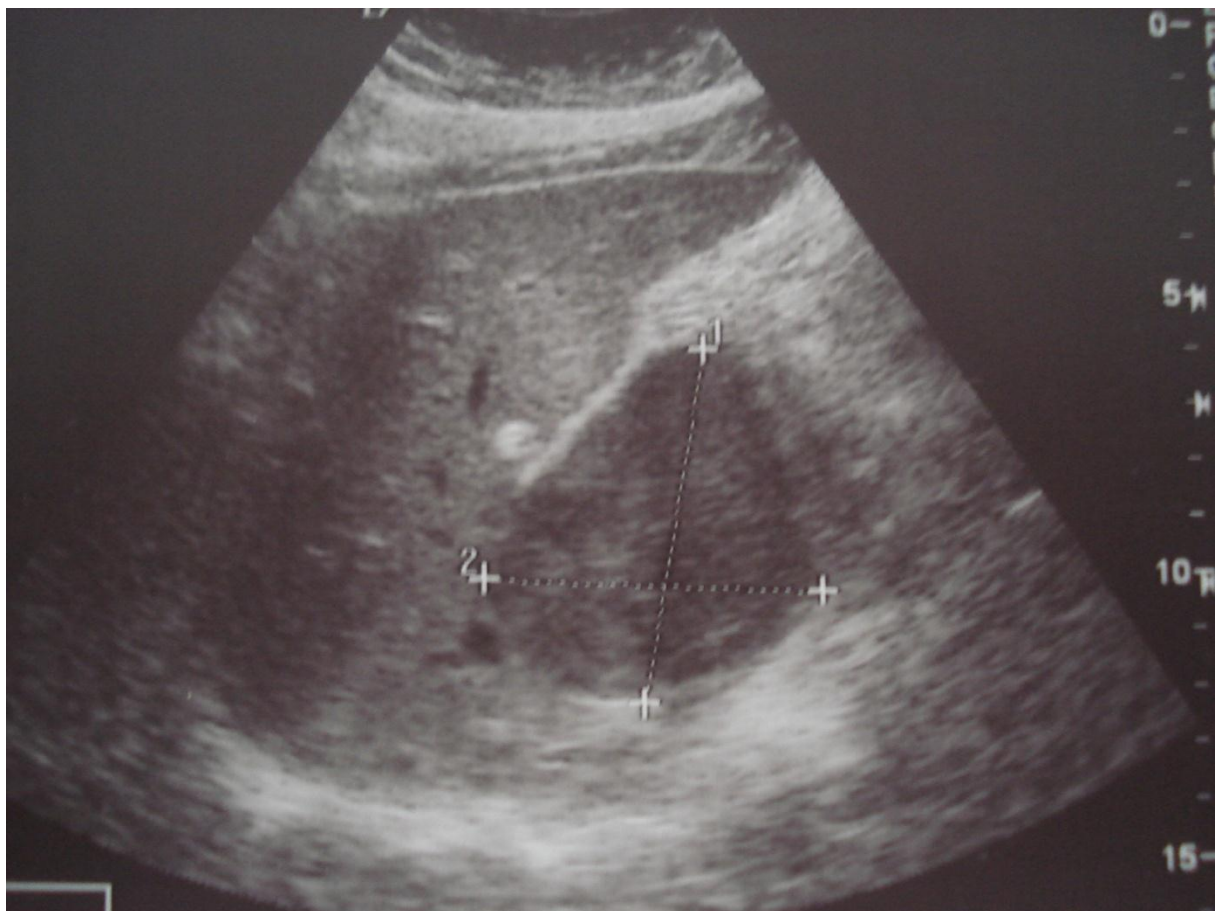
l'échographie objectivant une masse hypéchogène[50].
